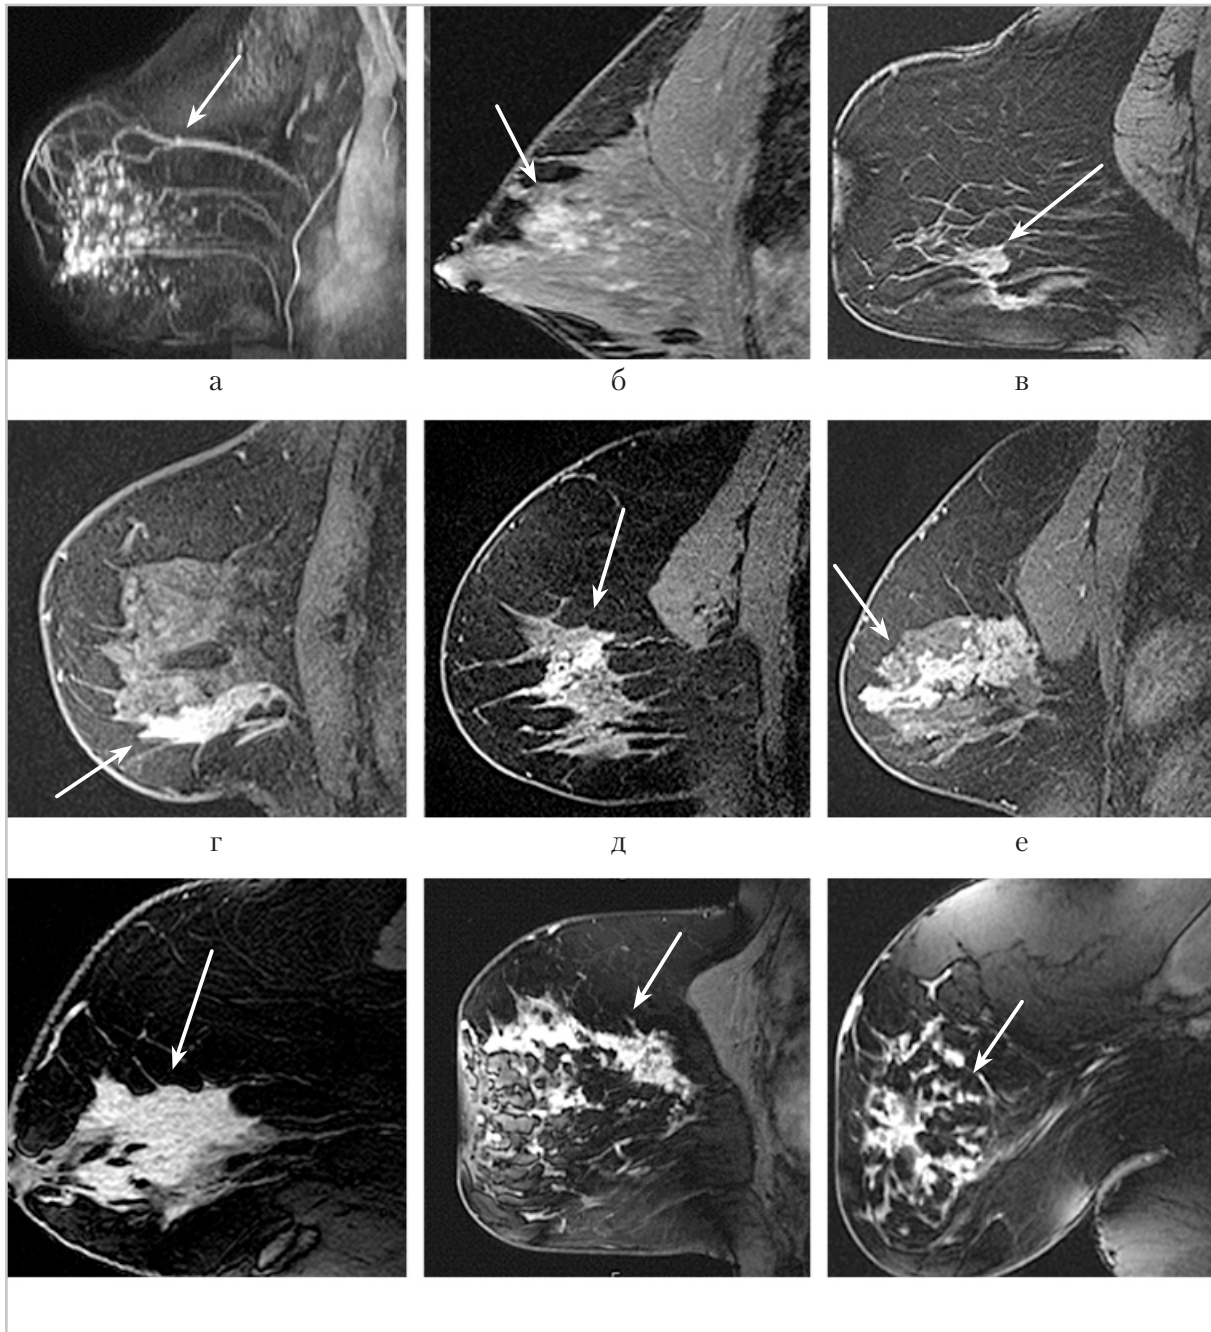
МР-томограммы, постконтрастные T1-ВИ в сагиттальной плоскости. Варианты зон контрастирования (отмечены стрелкой): а — МIP-реконструкция; б — и, а, б — мелкоочаговая; в — протоковая; г — линейная; д, е — сегментарная; ж — регионарная; з, и — диффузная
